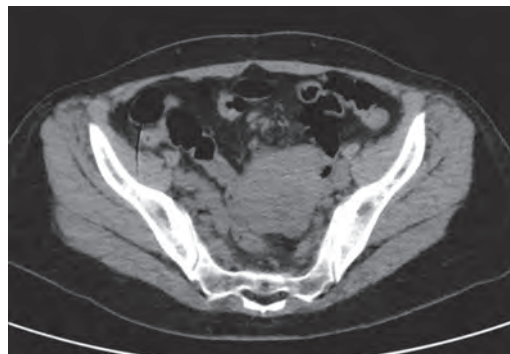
Tomografía simple de abdomen con tumoración abdominal.
